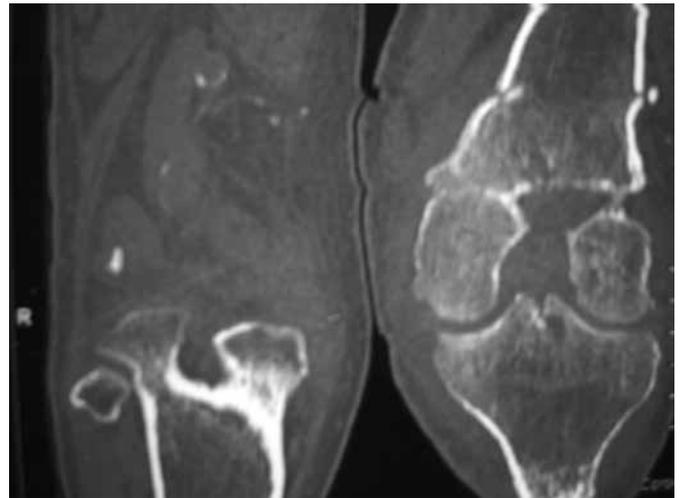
TDM du genou montrant l'ostéoarthrite du genou gauche
